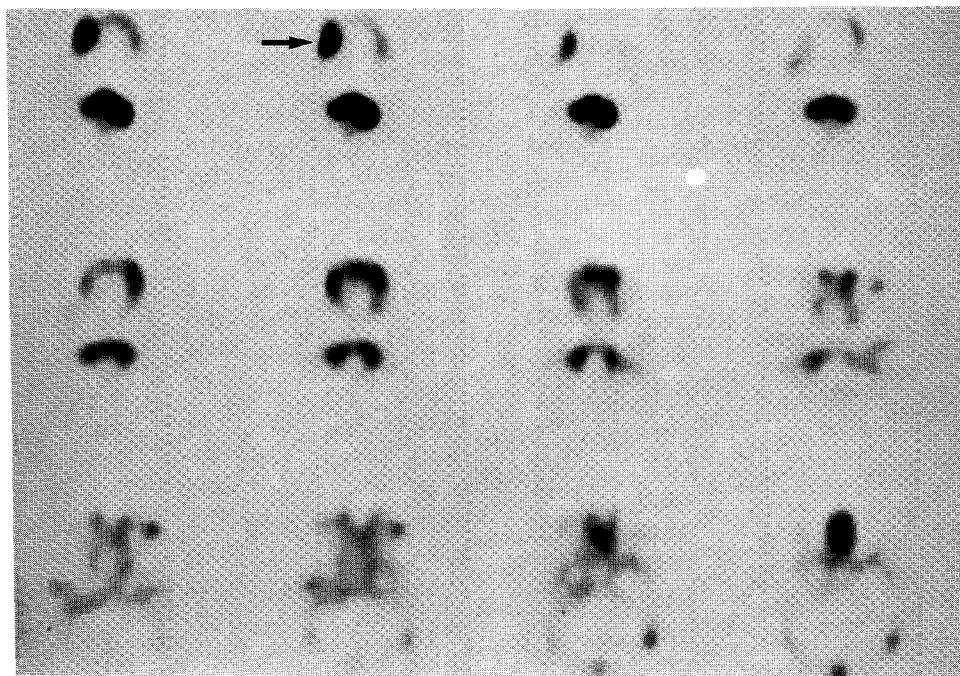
Axial view of Bone SPECT shows increased grade II uptake in the right mandibular arch (arrow). This patient had dental problem with referring pain to temporomandibular joint.
